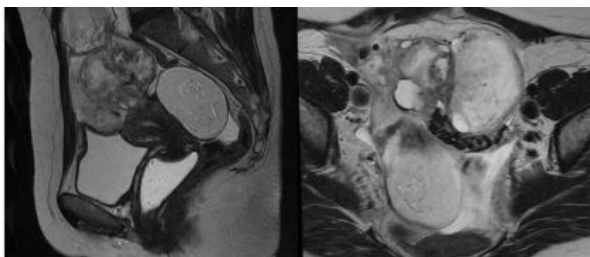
Ressonância magnética abdominal mostrando lesões sólido-císticas na pelve, medindo em conjunto 97 x 104 x 114 mm (T x AP x L)
